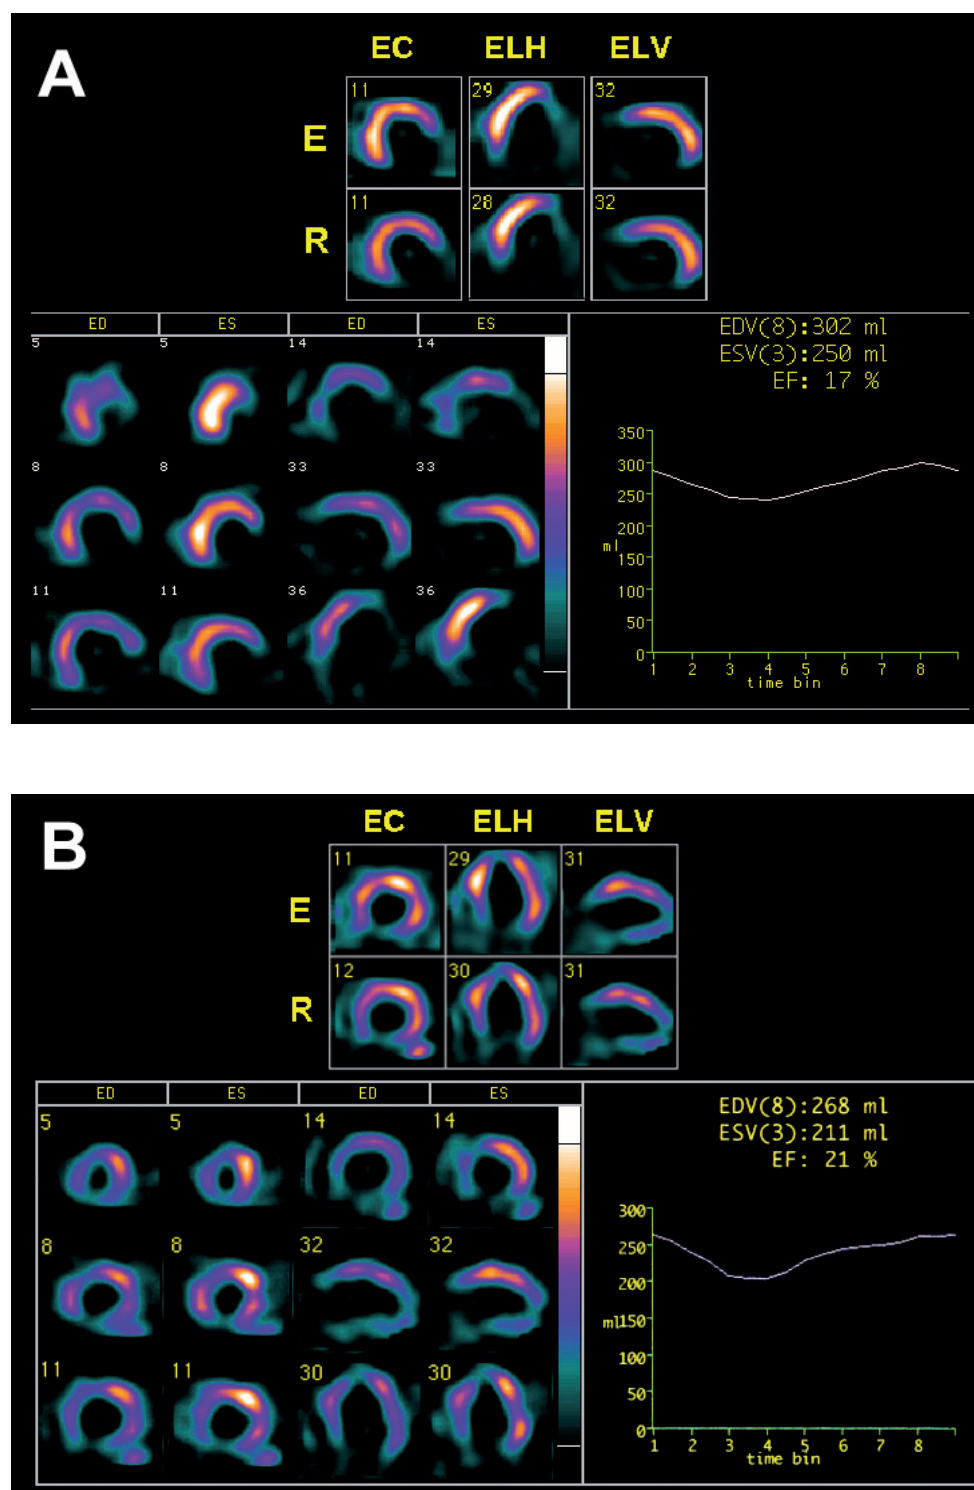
Estudios de viabilidad miocárdica mediante gated-SPECT con compuestos tecnecio. Se muestran dos pacientes con infarto previo y disfunción sistólica severa. A/ Criterios de no viabilidad: Defecto extenso con ausencia de actividad en esfuerzo (E) y en reposo (R) en la región infero-lateral sin evidencia engrosamiento sistólico. B/ Criterios de viabilidad: Defecto de menor intensidad en esfuerzo, con leve reversibilidad en reposo en la región infero-apical y que muestra engrosamiento sistólico. EC: Eje corto, ELH: Eje largo horizontal, ELV: Eje largo vertical, ED: Telediástole, ES: Telesístole, EDV: Volumen telediastólico, ESV: Volumen telesistólico, EF: Fracción de eyección
